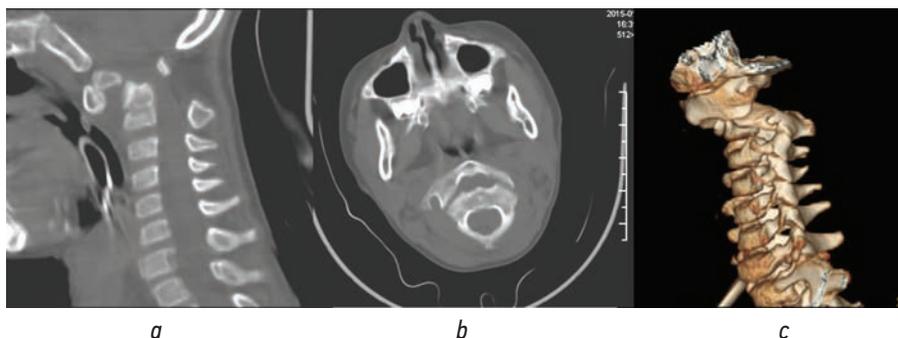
Данные рентгенологического исследования при поступлении пациента, 9 лет: *a* — сагиттальная плоскость; *b* — поперечная плоскость; *c* — 3D-компьютерная реконструкция
